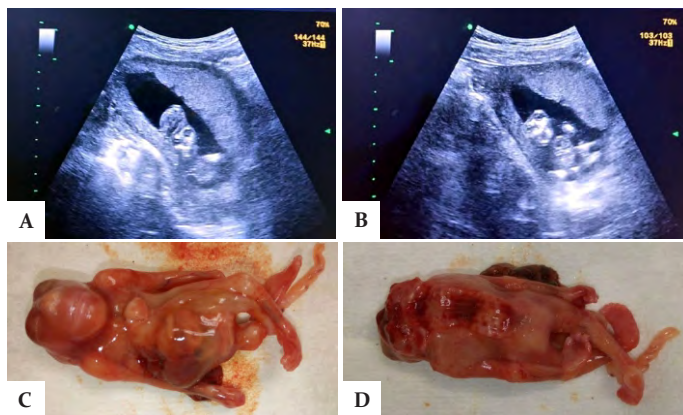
A) Corte coronal donde se muestra ausencia de bóveda craneal con exencefalia. B) Imagen ultrasonográfica donde se muestra ectopia cordis y onfalocele. C) Feto de 14 semanas con ectopia cordis y onfalocele. D) Presencia de craneorraquisquisis asociado raramente a pentalogía de Cantrell.
